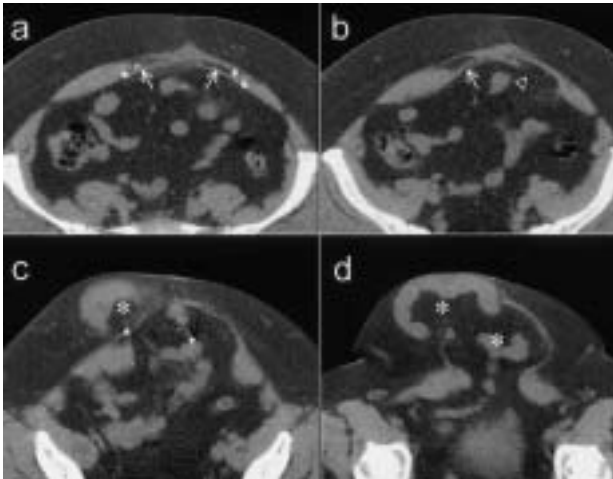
Recidiva de eventración valorada mediante tomografía. En el corte más alto (a) se puede ver la malla (flechas blancas) bien situada, pero en un plano inferior (b) se aprecia desinsertada (cabeza de flecha). En (c) y (d) se aprecian la gran eventración recidivada y una de las grapas de fijación suelta en la cavidad (flecha negra).
